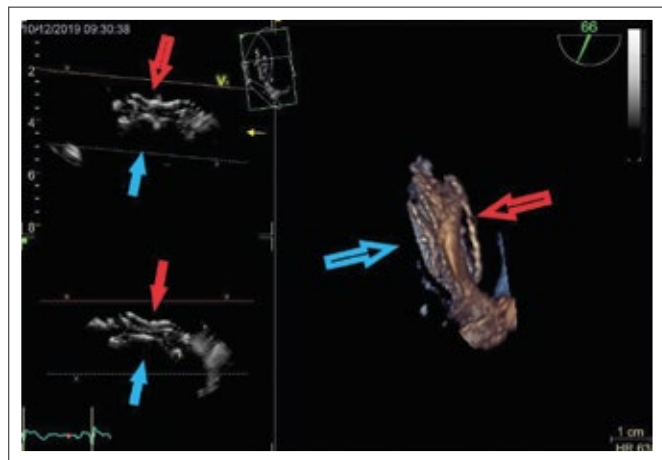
Transösophageale 2D-Echokardiographie (links) und 3D (rechts), Darstellung eines implantierten ASD mit seitlicher Aufsicht, Darstellung der linken Scheibe (roter Pfeil) und rechter Scheibe (blauer Pfeil).
